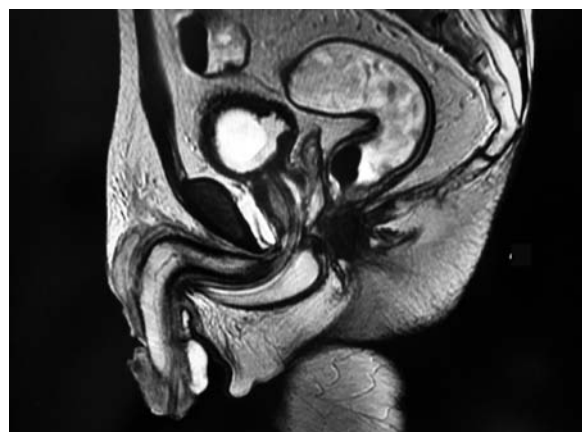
Magnetic resonance imaging (T2-weighted image) showing the penis. The arrow shows inflammation to the subcutaneous area.
